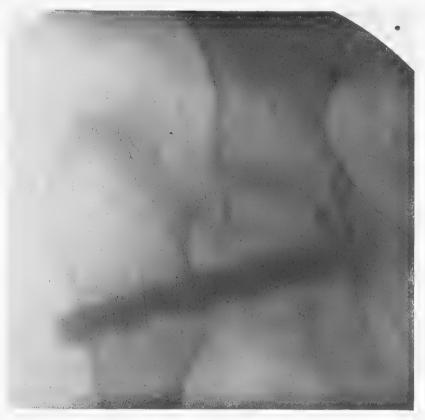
Radiographie faite trois mois et demi après l'opération (Basset).
